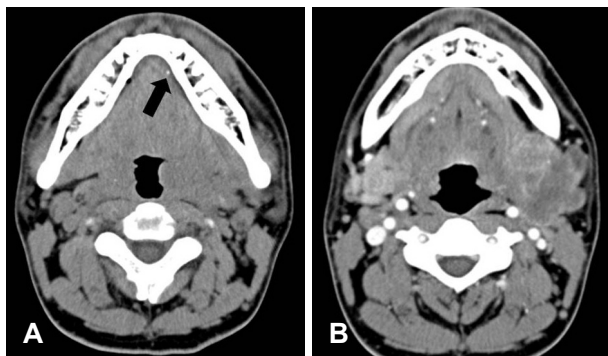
Pre-enhanced axial neck CT shows a 2 mm sized radio-opaque stone (black arrow) in the distal part of left Wharton's duct (A). Post-enhanced axial CT shows a 4.5 cm sized heterogenous mass in the left submandibular gland with peripheral rim and septal enhancement (B).
